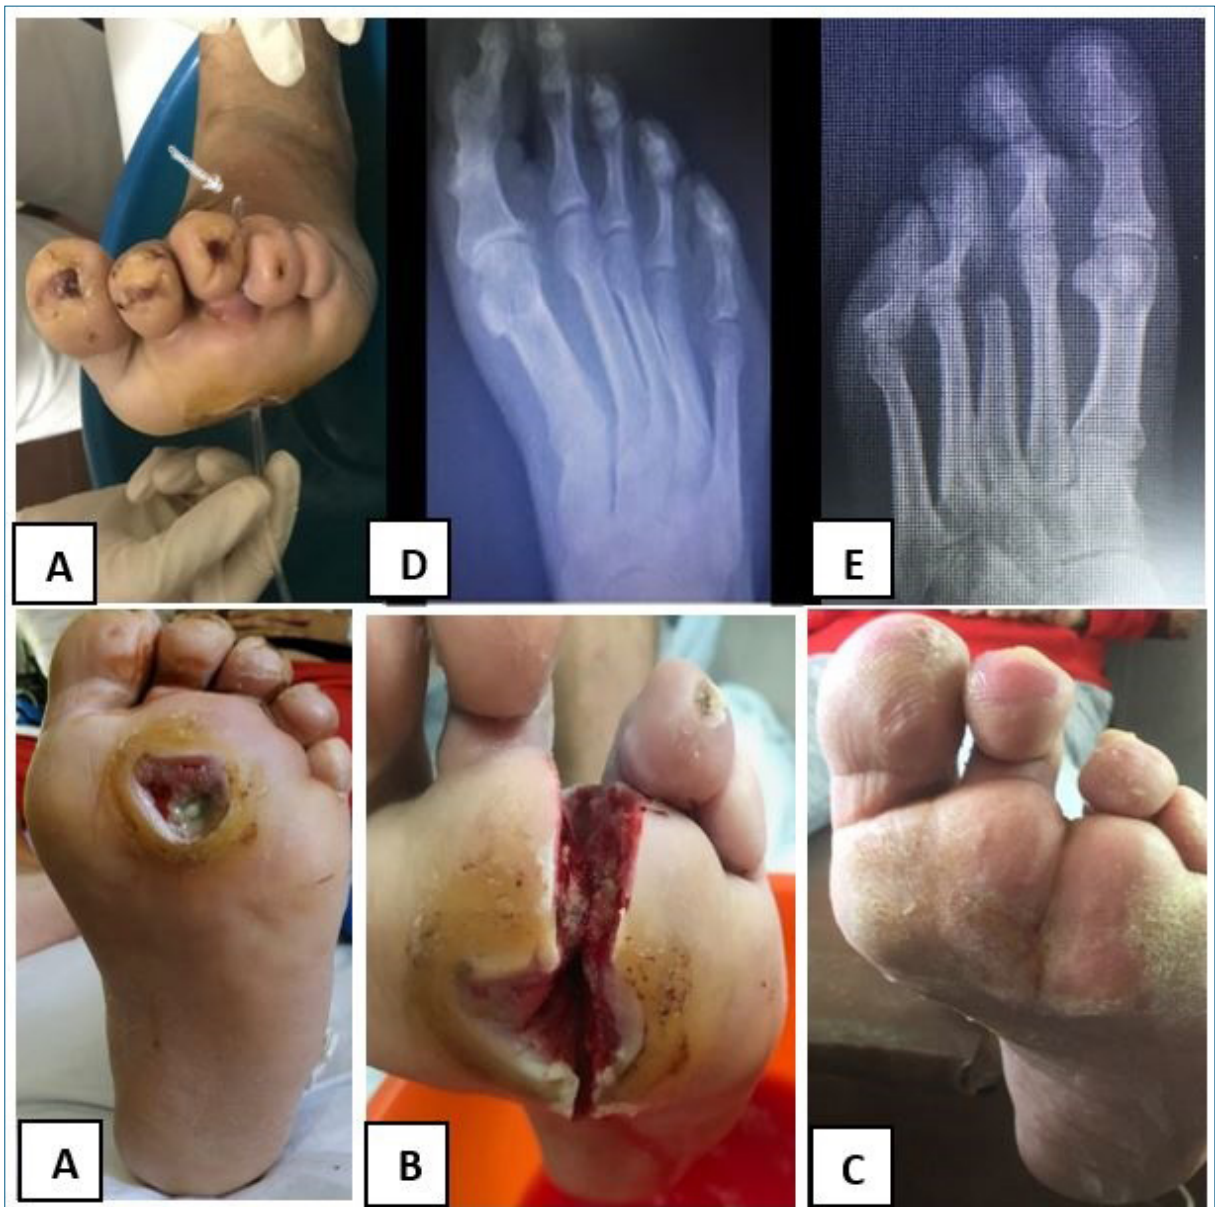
Paciente 6. A) UPD sobre la cabeza del tercer metatarsiano >1 cm², exposición ósea, fistulización a dorso. B) Resección de la cabeza del tercer metatarsiano por abordaje plantar. Ulcerectomía. Exposición de la cabeza metatarsiana. Desbridamiento de tejidos blandos Resección de la tercera cabeza junto a las falanges. C) Cierre de la herida por segunda intención a las 10 semanas. D) Radiografía preoperatoria. E) Radiografía al año.
